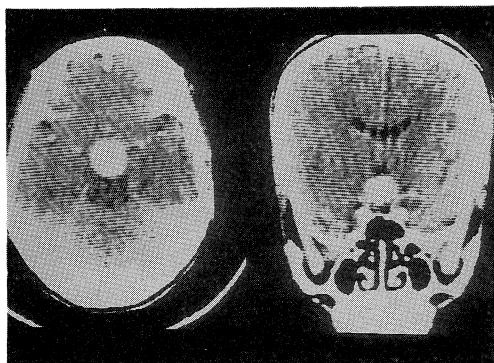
Enhanced computed tomography (CT) scan showing a homogeneously highly enhanced tumor located above the sella turcica.
